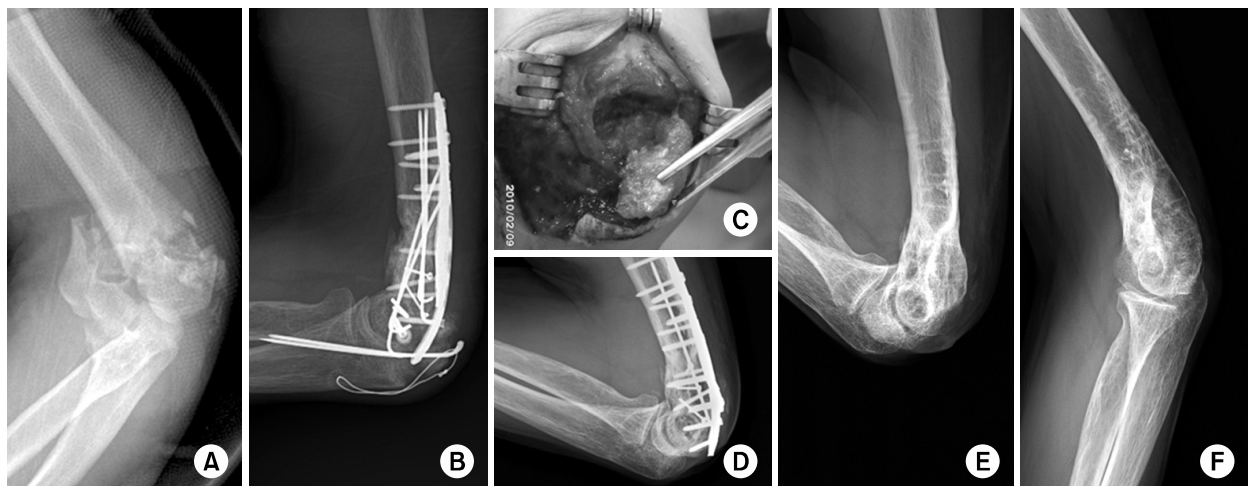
(A) Initial radiograph of a 46-year-old man shows a distal humerus fracture. (B) At 9 months after open reduction and internal fixation with double plating through olecranon osteotomy, radiograph shows non-union of olecranon after tension band wiring. (C) Excision of the olecranon fragment and advancement of the triceps tendon. (D) At 5 months after second surgery, active range of motion greater than 90° and painless elbow were achieved. (E, F) Active range of motion 1 year after hardware removal.
